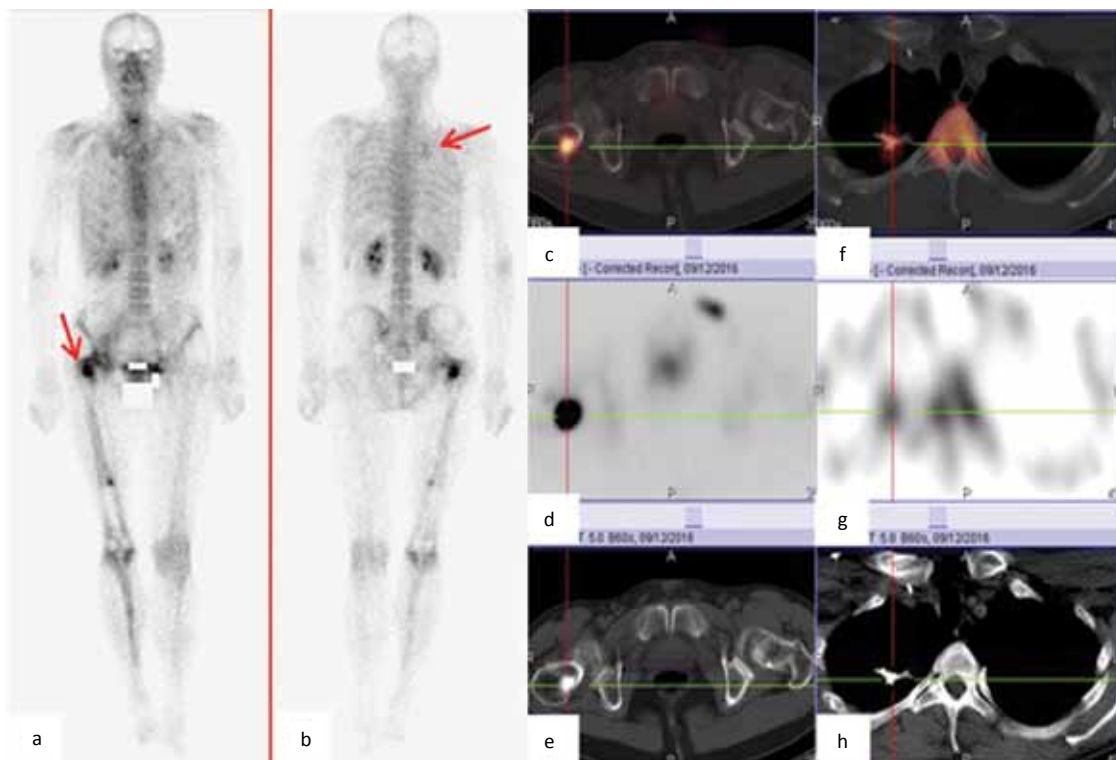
Control check-up on 12.09.2016. On bone scan (a, b) the focus of hyperaccumulation of the radiopharmaceutical in the upper sections of the right hemithorax (arrow) remains the same. The level of accumulation of radiopharmaceuticals increased in the intertrochanter region of the right femur (arrow). The accumulation of radiopharmaceuticals in the area of the 7th right rib and the left iliac bone didn't changed. SPECT/CT of the pelvis (c, d, e) and chest (f, g, h). An increase of the accumulation in the proximal metaphysis of the right femur from 1034 % to 2798 %. On CT osteoblastic lesion, dense compact bone 15×17×22 mm. An increase in the size of the focus in the apex of the right lung, from 38×21×5 mm to 45×33×5 mm and increase of the level of radiopharmaceutical accumulation from 300 % to 350 %. Progression of the underlying disease IV
